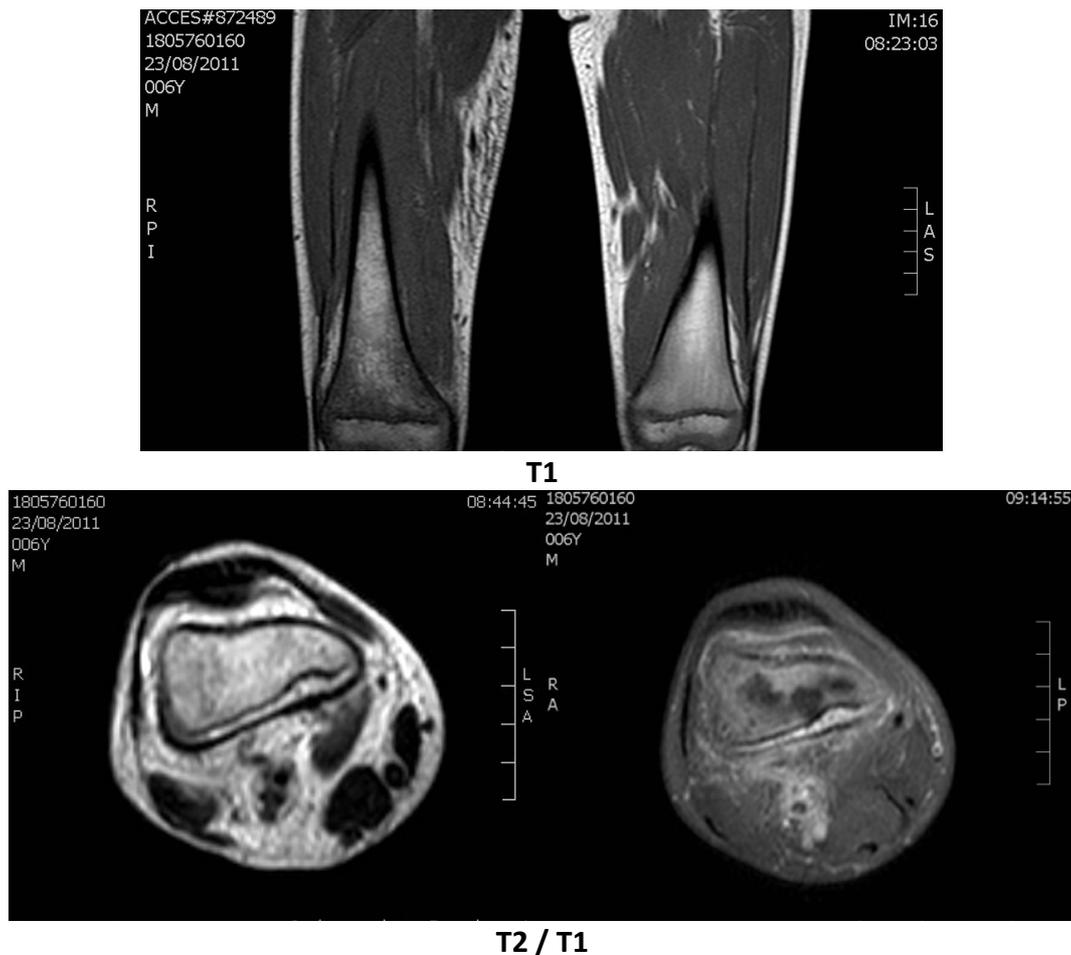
Resonancia Magnética de Cadera, Muslo y Rodilla Derecha
